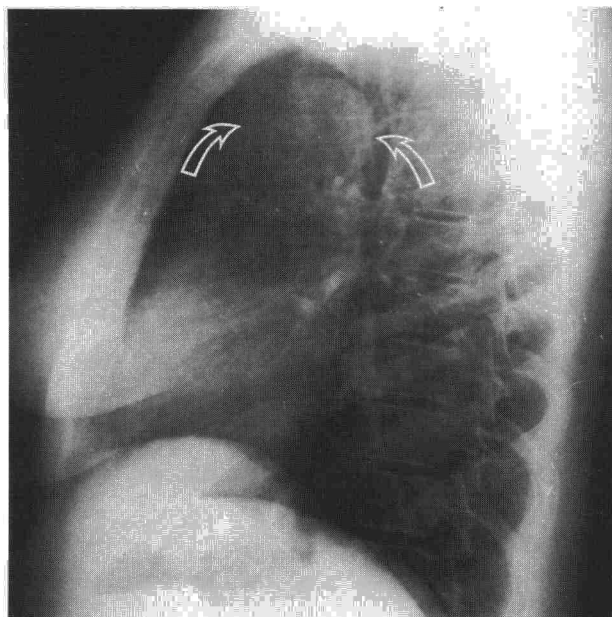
Radiografía lateral de tórax correspondiente a la figura 1A.
